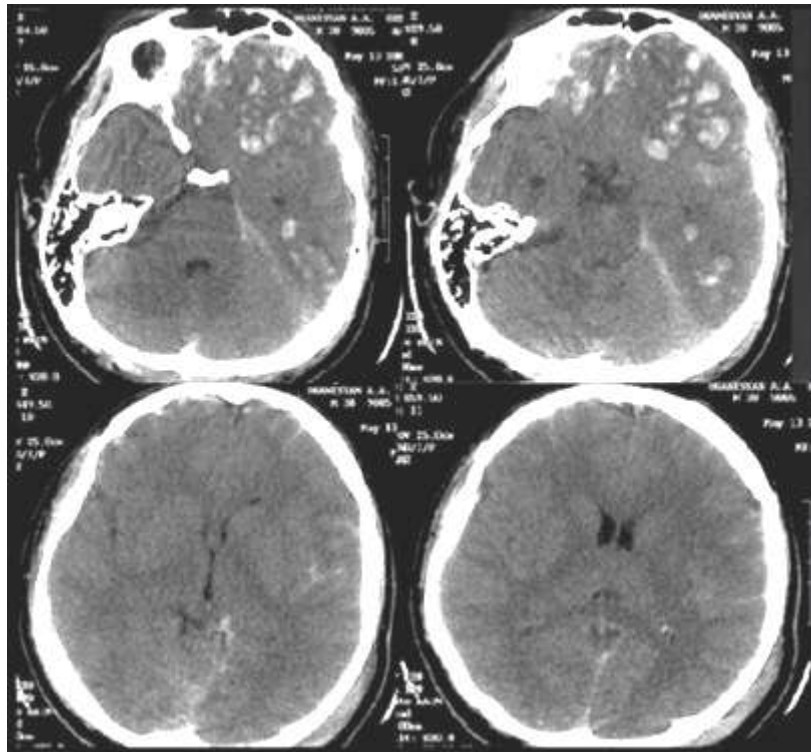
Данные КТ на 2 сутки после травмы.
